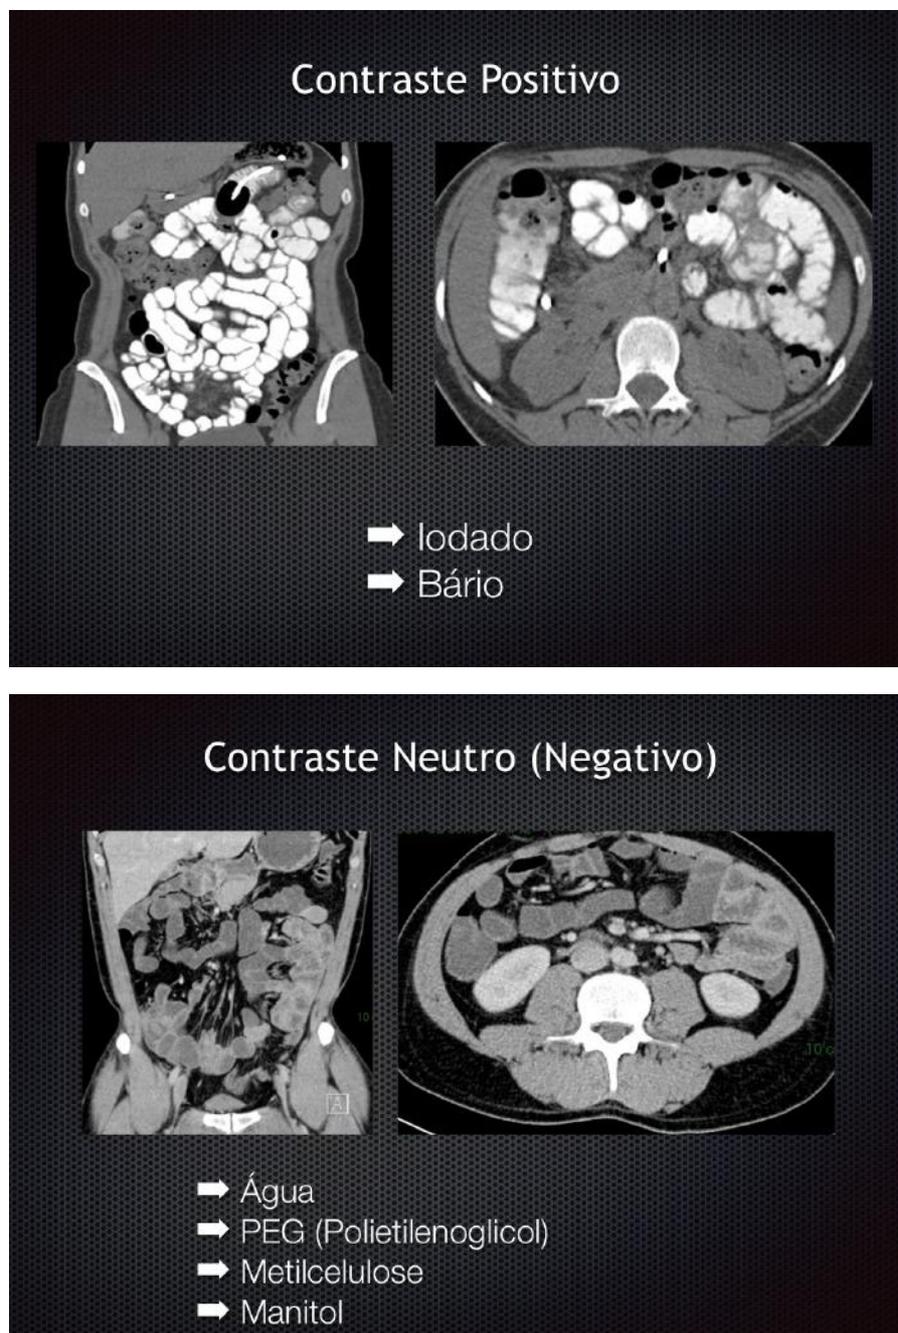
Contrastes positivos e neutros (negativos) para realização de enterotomografia. Contrastes neutros permitem a identificação do realce mucoso.
